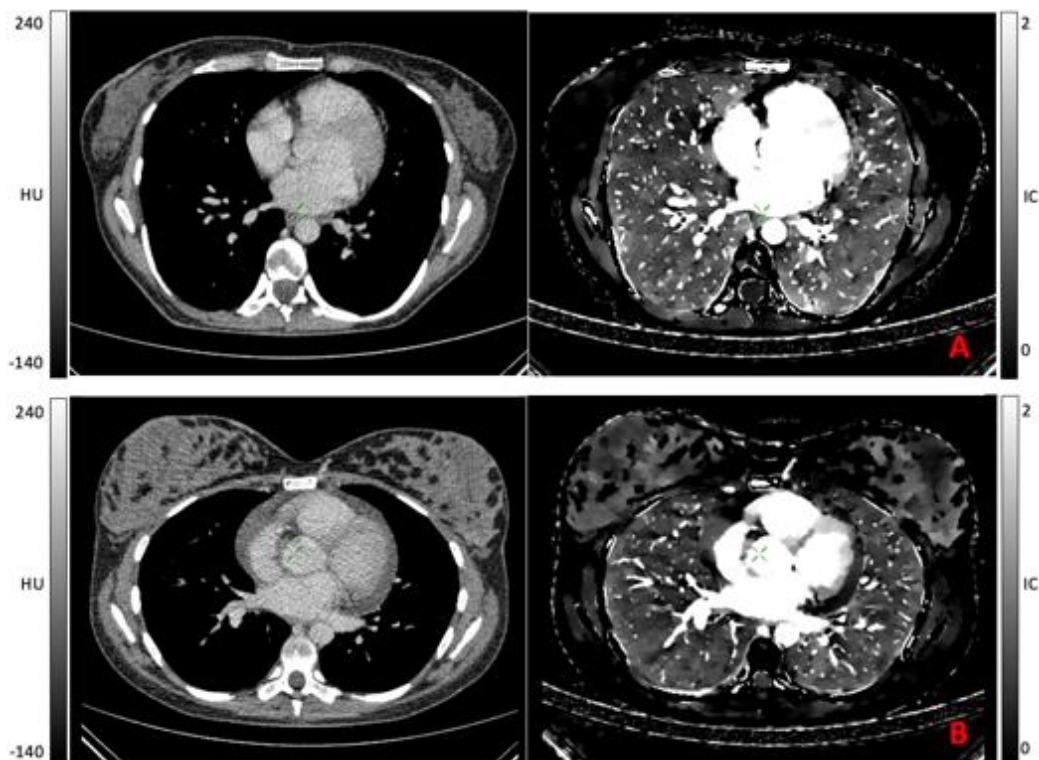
Exemplarische axiale pv-DECT Bilder auf Mamillenhöhe zweier 30-jähriger Frauen: nicht-laktierend (A) und laktierend (B). Links die CT-Bilder im Weichteilfenster, rechts die Iodbilder [mg/ml]. Die gemessenen Mittelwerte lagen bei 36,6 HU und 0,3 mg/ml (A) bzw. 66,5 HU und 1,3 mg/ml (B).
